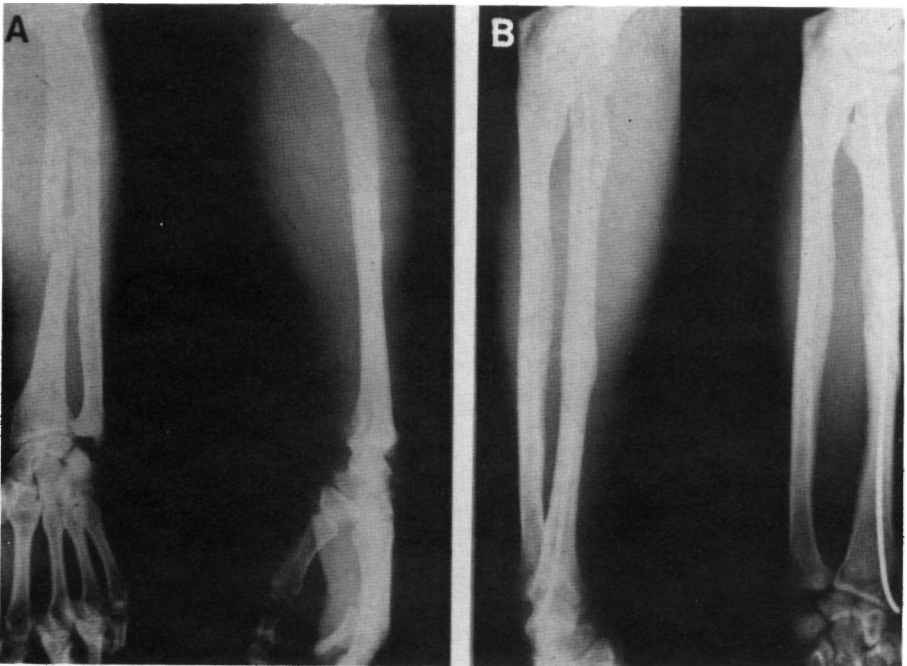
Fractura de tercio medio de radio en varón de 32 años. A) Radiografía inicial. B) Fractura consolidada 15 semanas después de enclavado intramedular con aguja de Kirschner.
